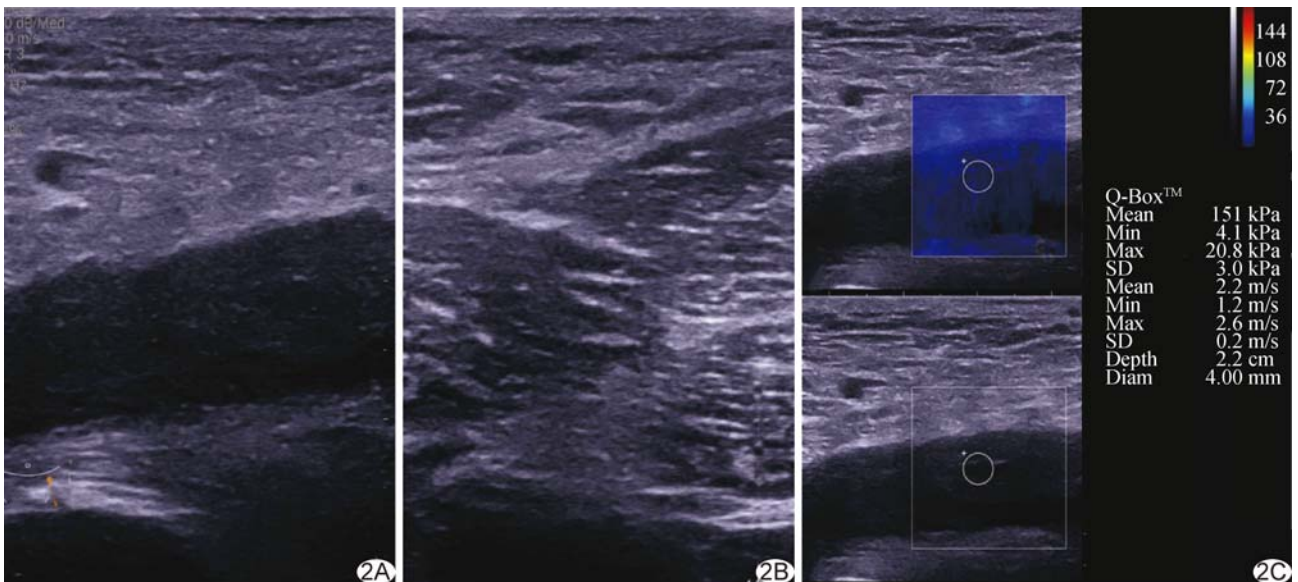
患者女, 67 岁, 左侧 CFVT, 亚急性期(主诉发病 15 天) A. 声像图示 CFVT 呈不均质低回声, 二维超声评分 2 分; B. 邻近病变段血管周围肌肉组织, 肌束回声强度高于血栓整体回声强度; C. SWE 示 Q-Box 区域平均杨氏模量值为 15.10 kPa
